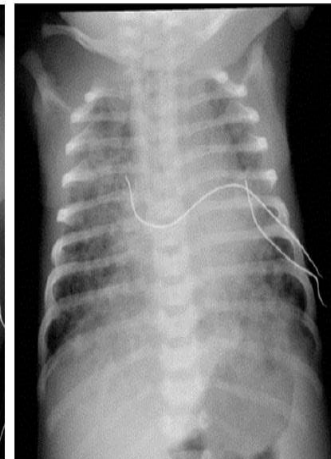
Meconium aspiration with perihilar opacities. Portable chest radiograph in a newborn infant with history of meconium aspiration shows rope-like perihilar opacities.
